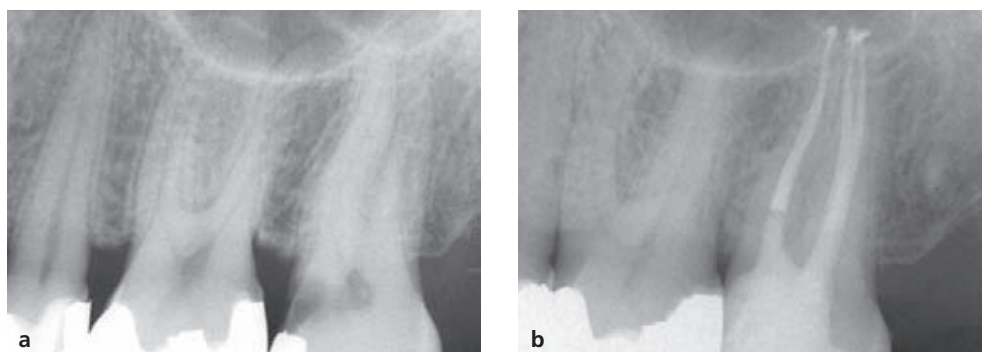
Trattamento canalare in 2.7 con canali particolarmente lunghi. (a) Radiografia preoperatoria. (b) Radiografia postoperatoria.
